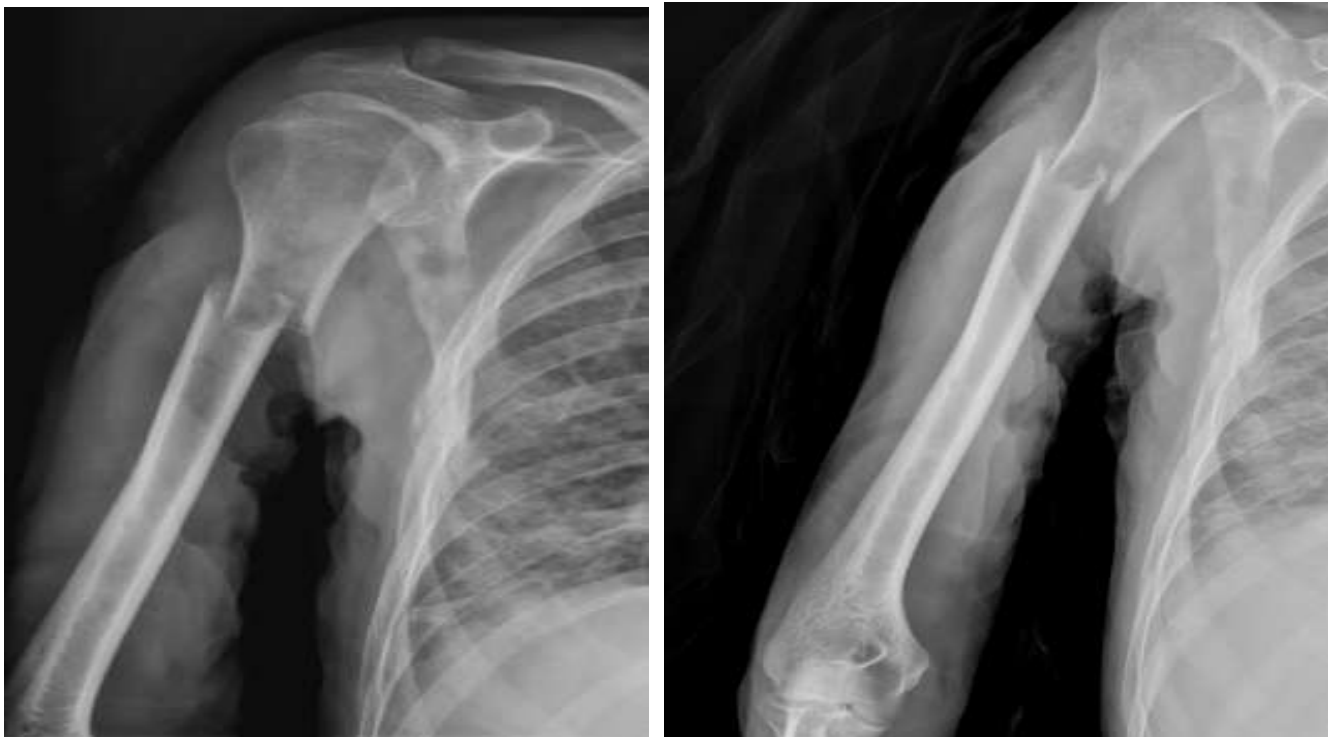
Radiographie d'un patient de 62 ans qui se présente pour une fracture fermée du 1/3 proximal de l'humérus sur plasmocytome au service de Traumatologie A du CHU Hassan II Fès.
